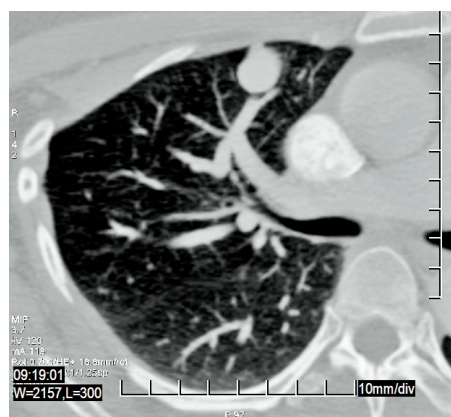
Дооперационная КТ ОГК, с контрастированием, от 15.03.2016. Определена субплеврально расположенная легочно-венозная аневризма
